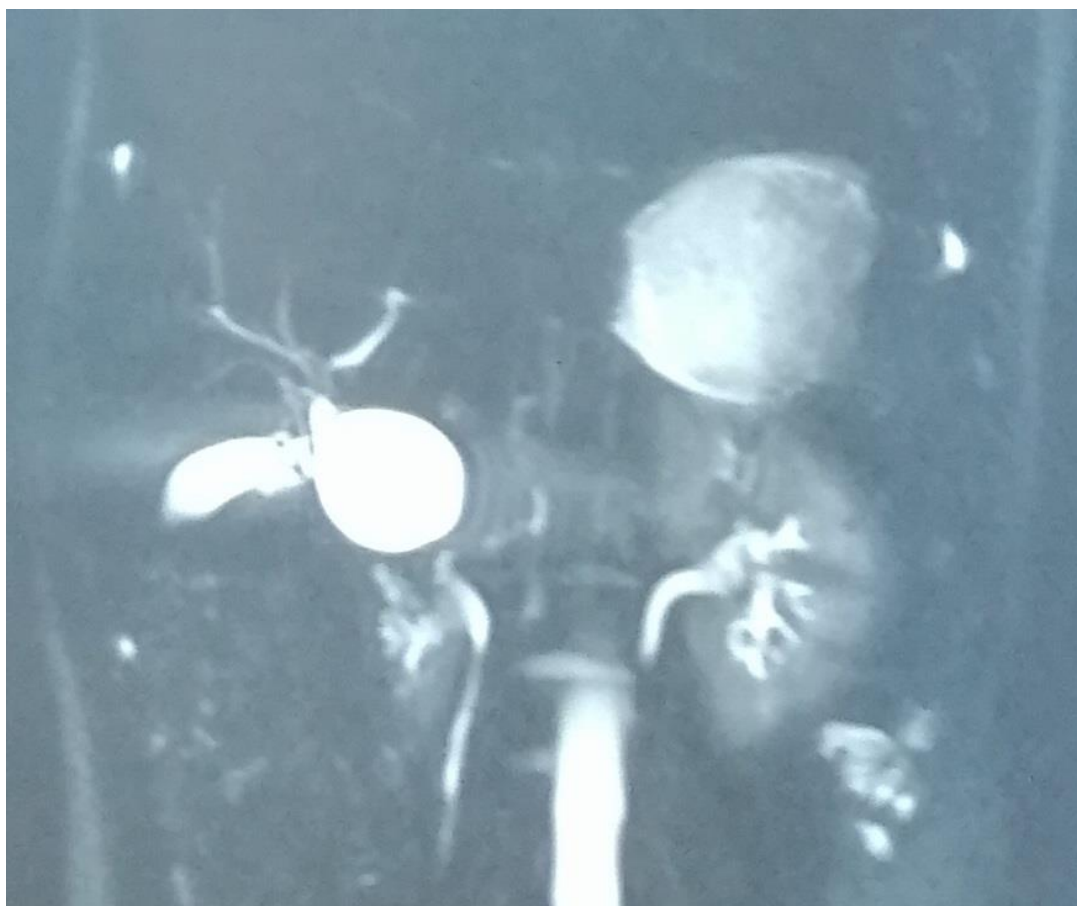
Coupe coronale de Bili-IRM objectivant une dilatation entière de la VBEH classée type Ia de TODANI.
